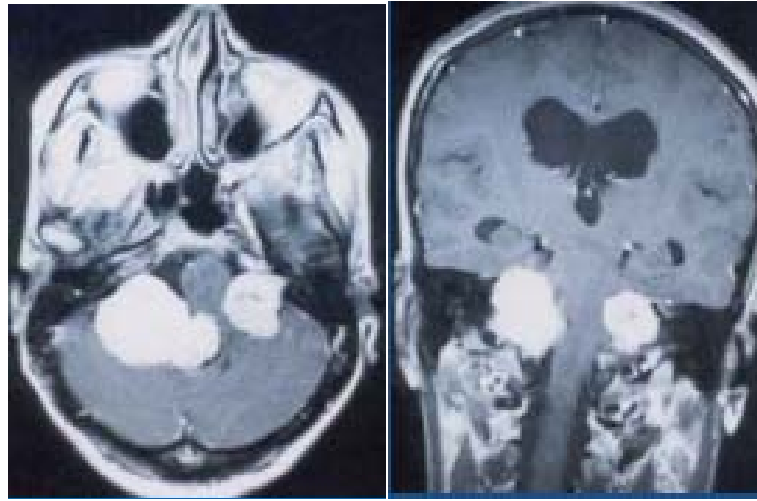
IRM en coupe axiale et coronale T1+Gado montrant un schwannome vestibulaire bilatéral
